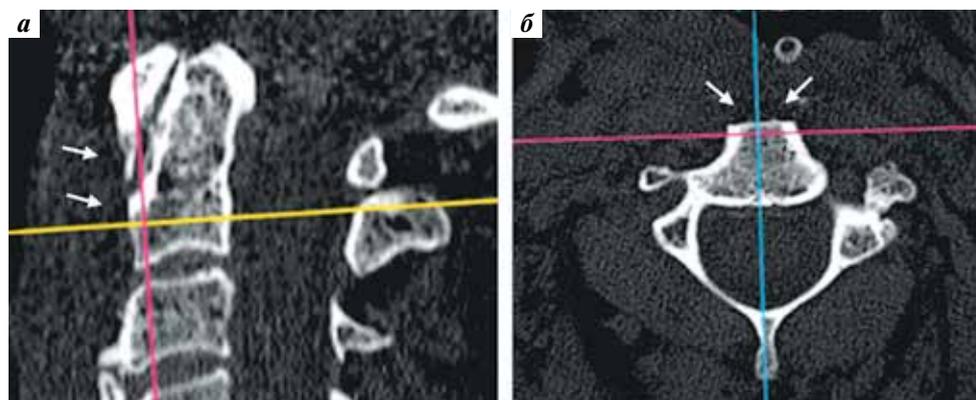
Снимки послеоперационной компьютерной томографии сегмента позвоночника С1–С2, демонстрирующие отсутствие остеофита (стрелки): а – сагиттальная проекция; б – аксиальная проекция
